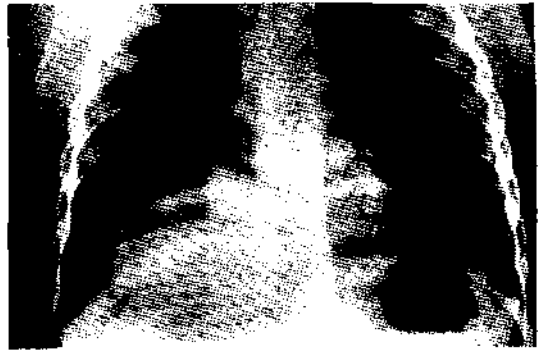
Radiografía de Tórax muestra imagen redondeada que hace cuerpo con el diafragma derecho.
